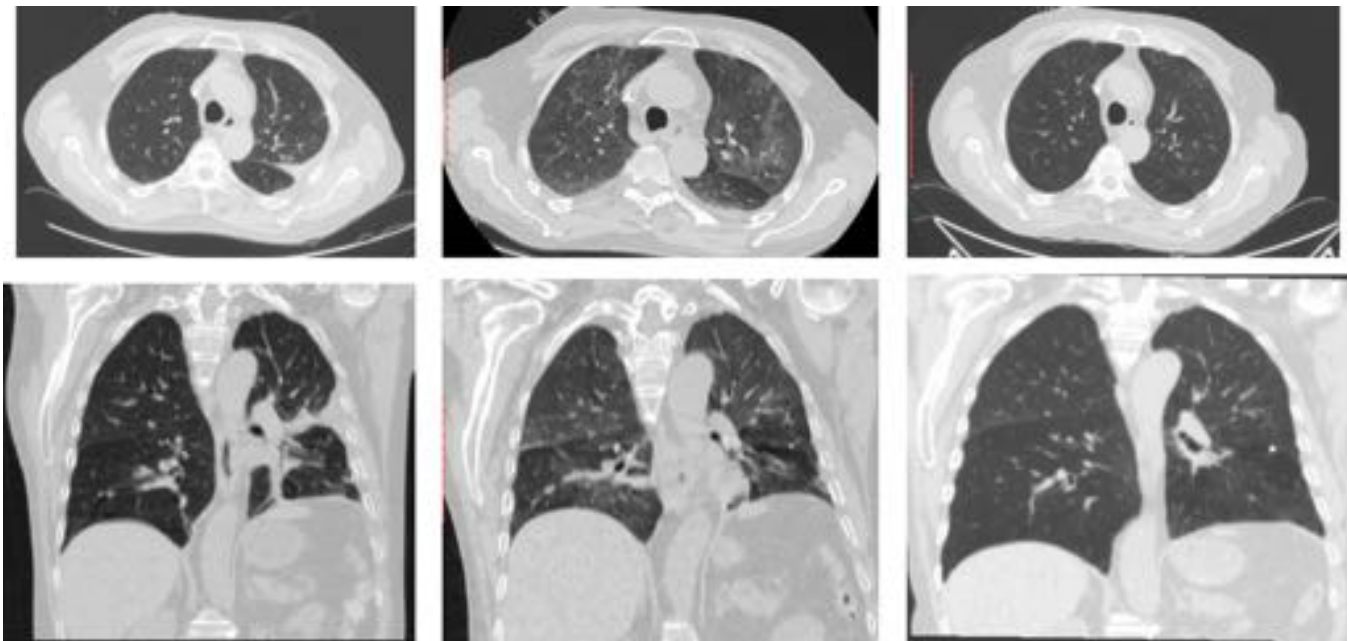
S° postimplante en un de 66 años que presenta disnea y fiebre en la 2° semana post TCMH. La secuencia de imágenes muestra una progresión del 10°, 12° y 23° postransplante. La secuencia comienza por la izquierda, en el que se ven un engrosamiento de los septos interlobulillares y derrame pleural izq. , las segundas muestra un notable empeoramiento radiológico evidenciándose opacidades en vidrio deslustrado bilaterales. En las imágenes de la última TC se observa una completa resolución del cuadro.
